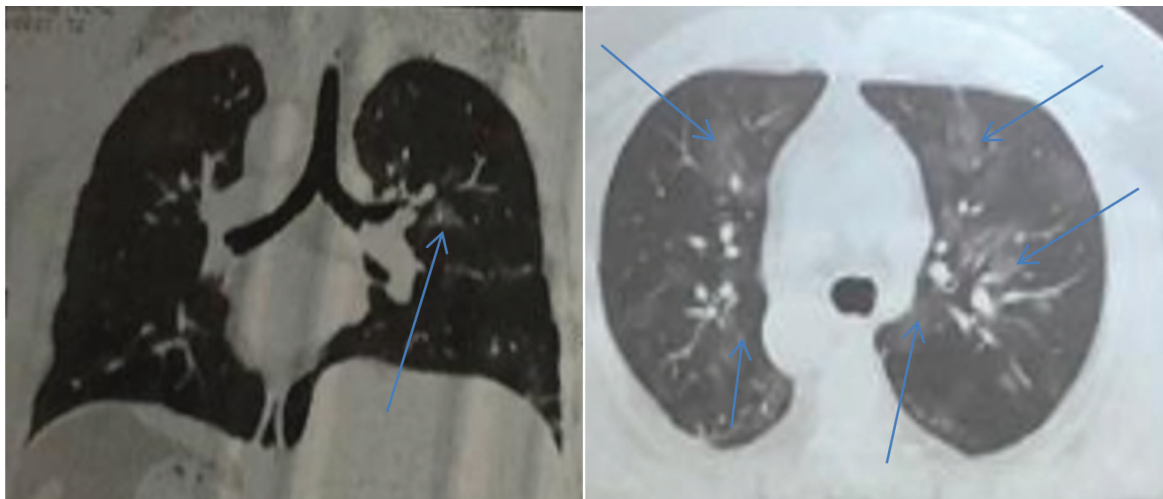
Результаты компьютерной томографии органов грудной клетки Н., 38 лет
